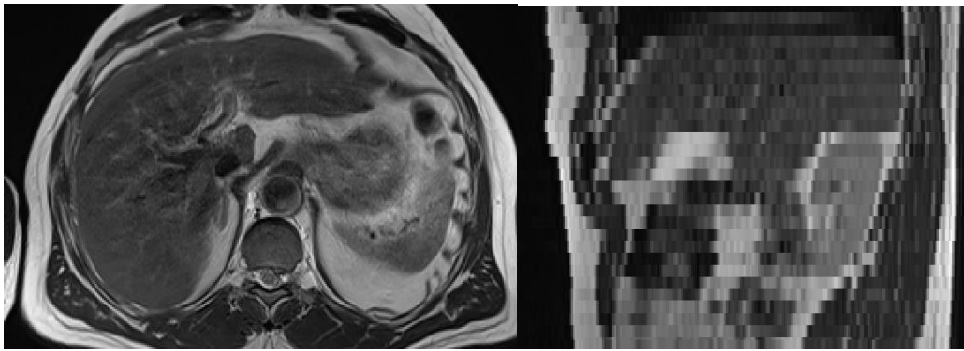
Coupe axiale et sagittale IRM possédant une grande hauteur de coupe.
